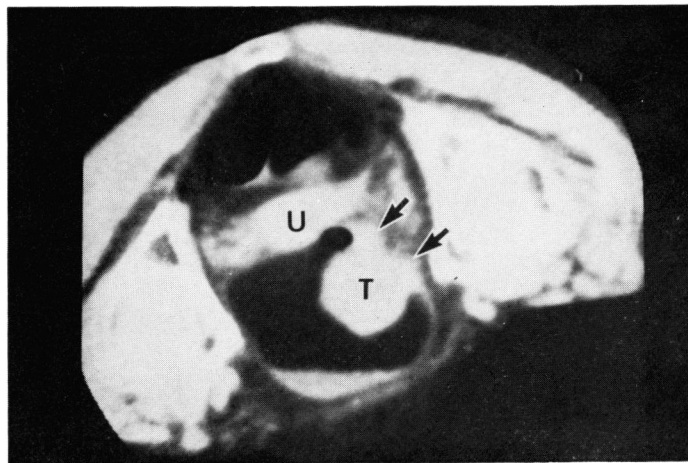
Case 23. Prone left oblique CT scan shows sessile bladder tumor on right posterolateral wall involving perivesical fat (arrows). But uterus is separated from tumor by fat, this indicates stage C. (T : tumor, U : uterus)
